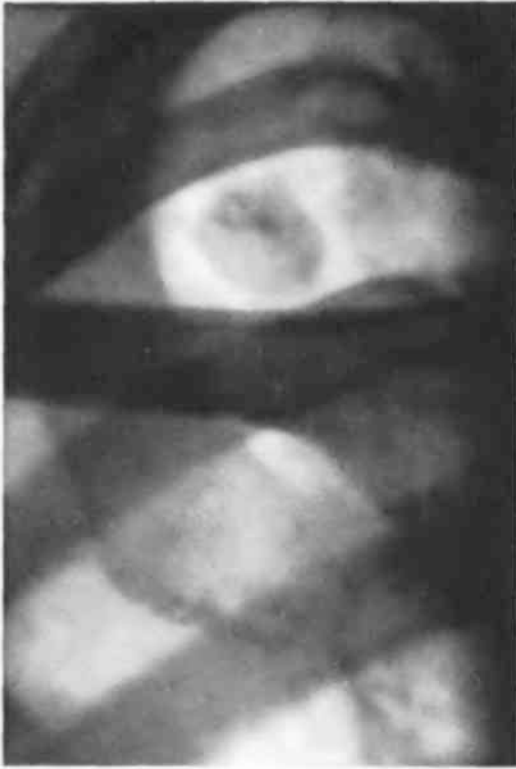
Прицельная рентгенограмма верхнего отдела правого легкого. Над ключицей вырисовывается тень крупного очага неоднородной структуры. Очаг имеет неправильную округлую форму, резкие контуры; в нем содержатся отложения извести в виде более плотных участков.
